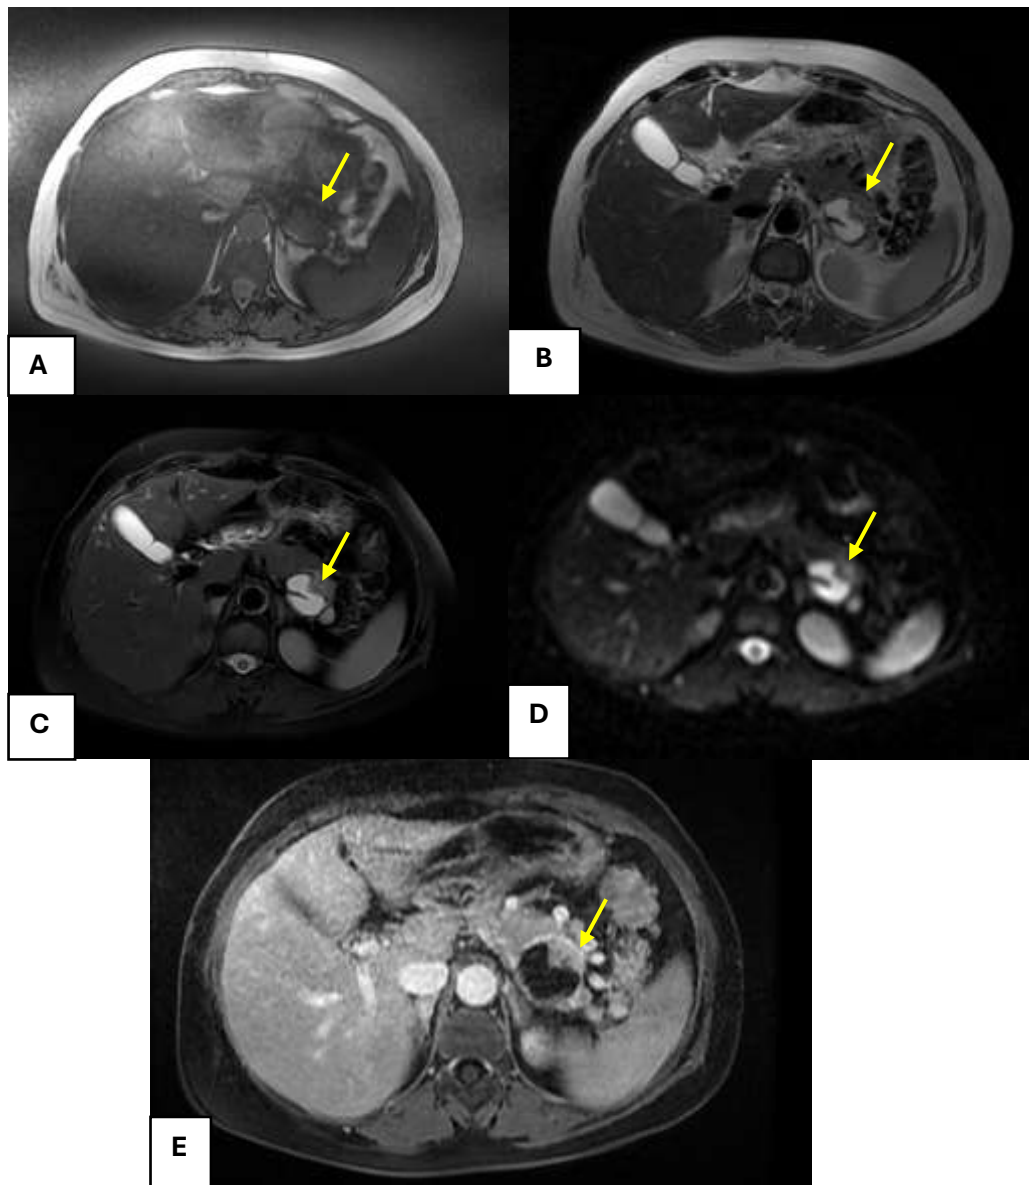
aspect en IRM d'un cystadénocarcinome : Formation lésionnelle, solido-kystique de la queue du pancréas (B et C, flèche), dont la portion kystique est en hyposignal T1 (A, flèche), hypersignal T2 (B et C, flèche), et les bourgeons muraux sont en hyposignal T1, en signal intermédiaire T2, en hypersignal Diffusion avec restriction de l'ADC, rehaussés de façon hétérogène par le PDC sur la séquence T1 après injection de PDC au temps pancréatique (E, flèche).
